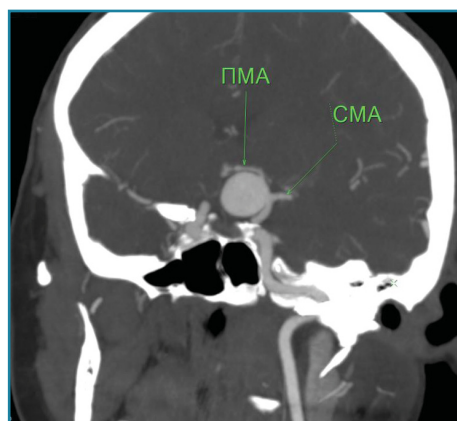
СКТ с контрастом в режиме MIP
